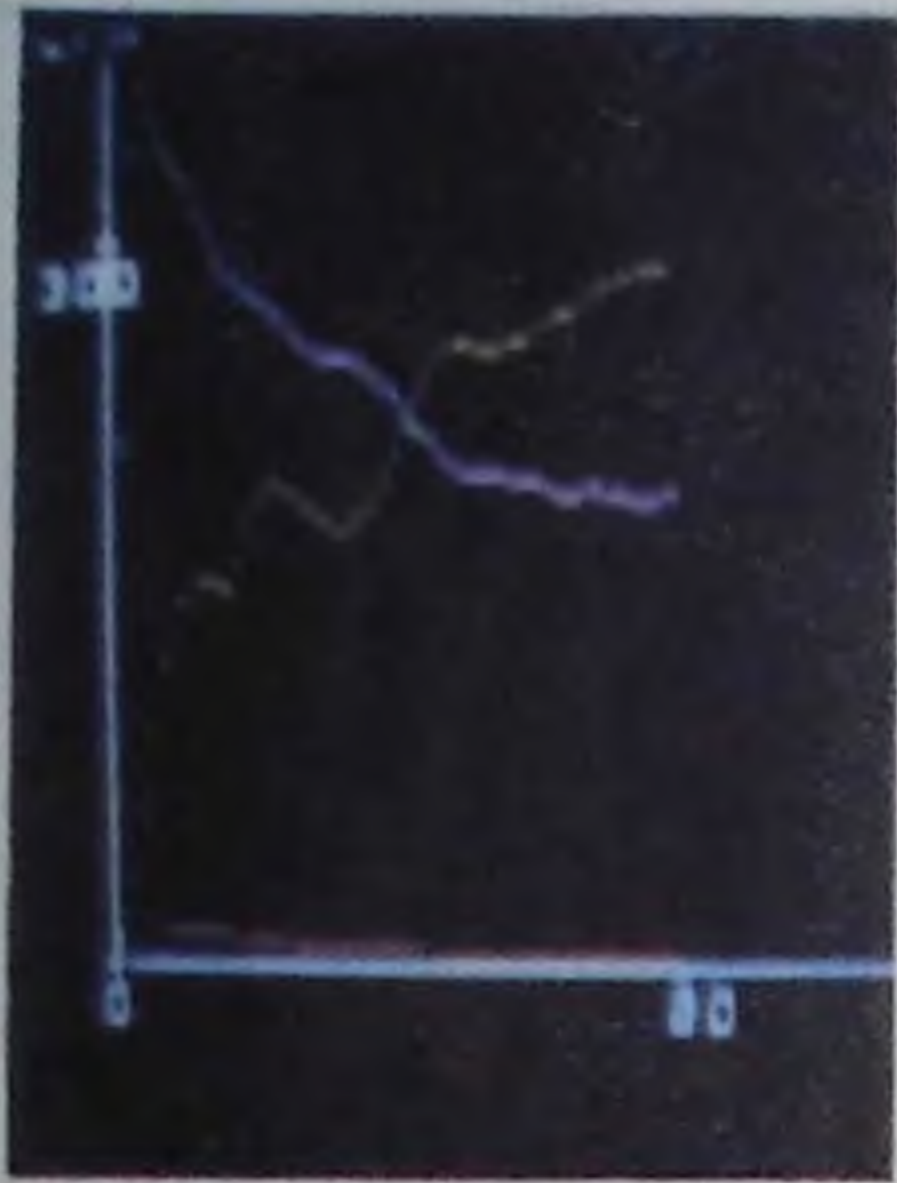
Динамическая эзофагосцинтиграфия больного Р. после реконструктивной резекции по Ру — Опокину. Синяя линия — ритмичная эвакуация меченой пищевой массы по пищеводу, желтая — накопление ее в культе желудка.
